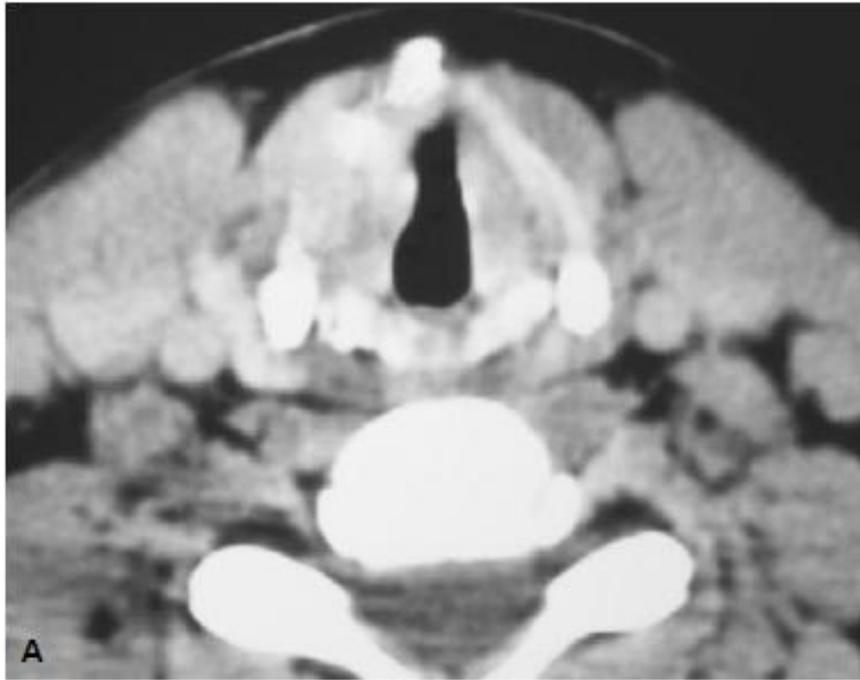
A, Axial CT of advanced laryngeal primary tumor demonstrating paraglottic involvement and cartilage destruction but without extension into the soft tissues of the neck. B, Axial CT of advanced laryngeal primary tumor demonstrating cartilage destruction and extension into the soft tissues of the neck.
